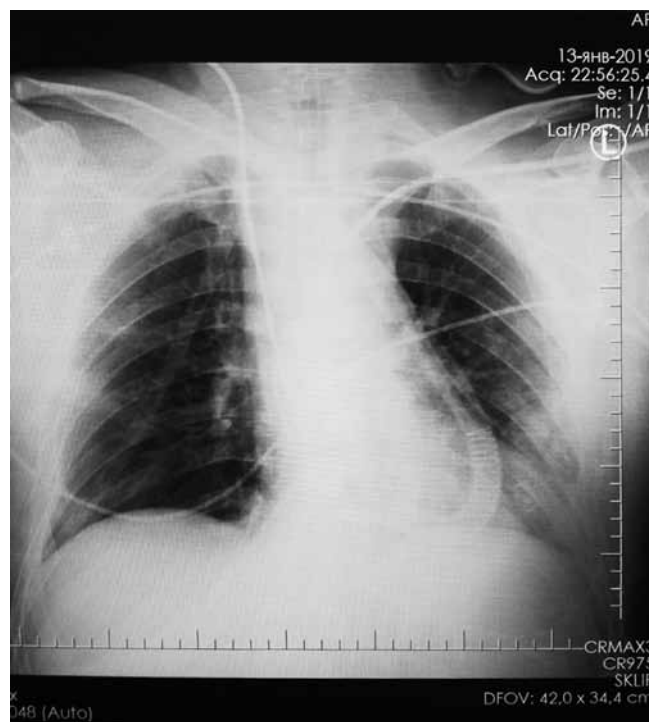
Рентгенологическая картина после ТЛ
